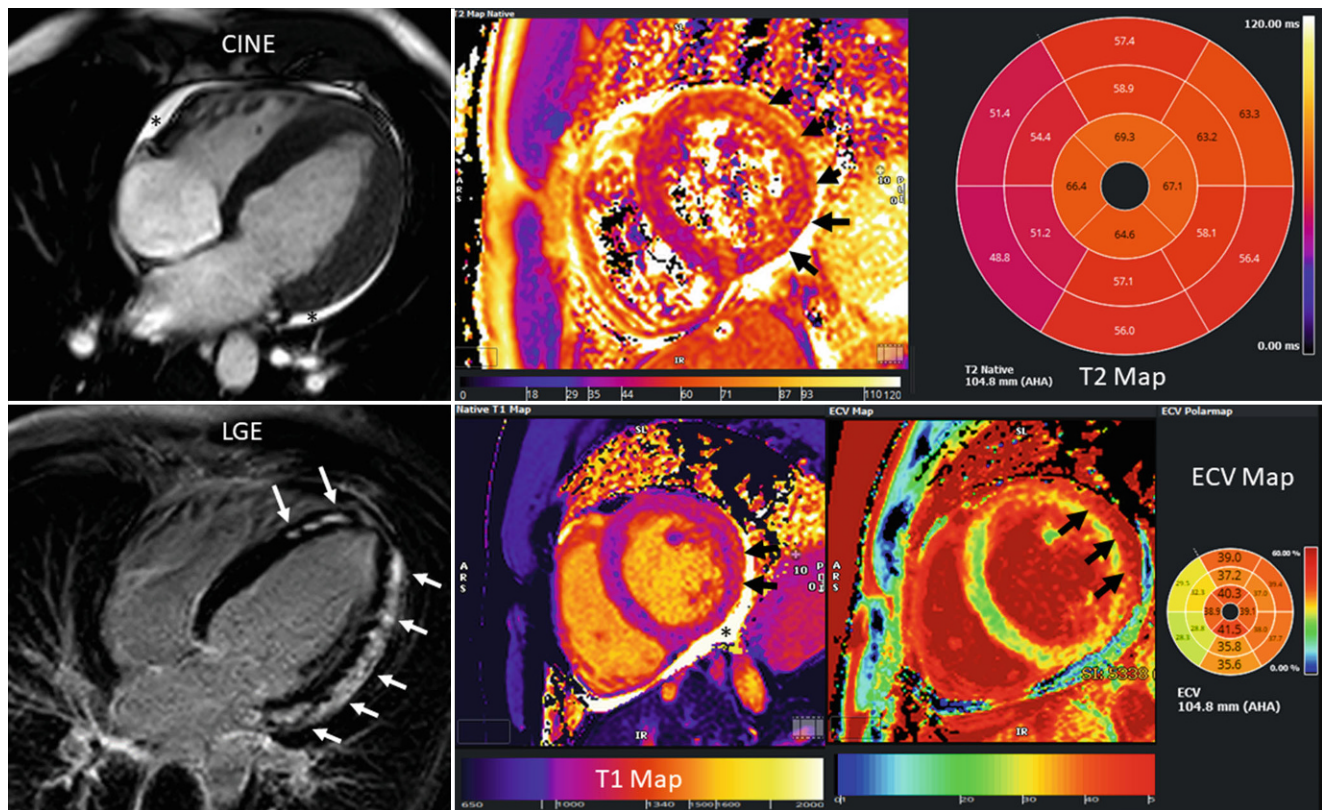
▲ Myokarditidiagnostik mittels k-MRT anhand der geupdateten Lake-Louis-Kriterien: Bild einer akuten Myokarditis mit sicherer Diagnosestellung durch Kombination von Funktionsaufnahmen (CINE, oben links), Late-gadolinium-enhancement (LGE)-Sequenzen (unten links) und T2/T1-Maps mit Visualisierung von myokardialen Ödem (schwarze Pfeile in der T2-Map, oben Mitte), Perikardsaum (Sternchen in CINE und T1-Map, unten Mitte), strukturellen Myokardveränderungen (schwarze Pfeile in ECV-Map [unten rechts] und weiße Pfeile in LGE-Sequenz) und Myokardfibrose (schwarze Pfeile in T1-Map und weiße Pfeile in LGE)
